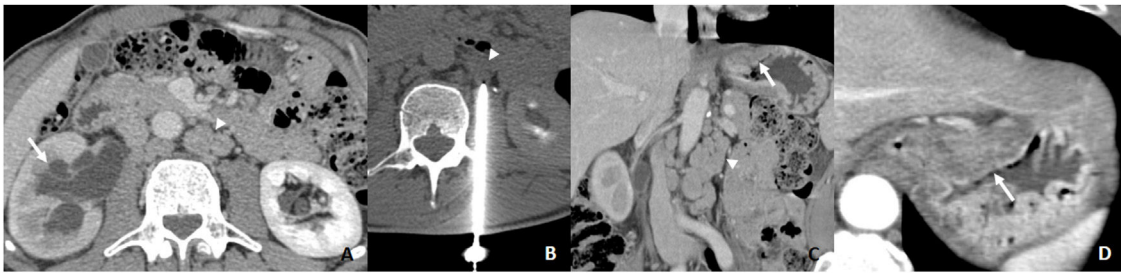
A) TC por dolor abdominal. Hidronefrosis derecha con atrapamiento del uréter (flecha) y adenopatías retroperitoneales (cabeza de flecha). Se sospecha neoplasia de origen urológico. B) BAG 18G de adenopatía paraórtica izquierda (cabeza de flecha). La AP sugiere carcinoma de origen gastrointestinal. C y D) Se revisa la TC observando engrosamiento subcardial sospechoso que resulta ser un AG de tipo intestinal (flecha) con metástasis retroperitoneales en relación con skip metástasis (cabeza de flecha).
